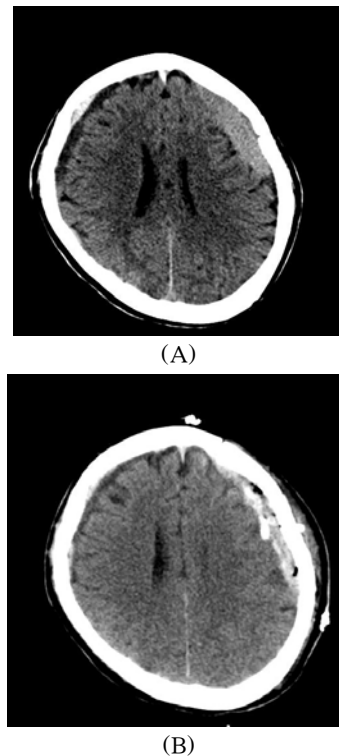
Case 2. (A) Initial Brain CT showed a left subacute subdural hematoma with a mass effect. (B) Brain CT on the third day after the operation revealed a recurrent subdural hematoma with a slight midline shift.
